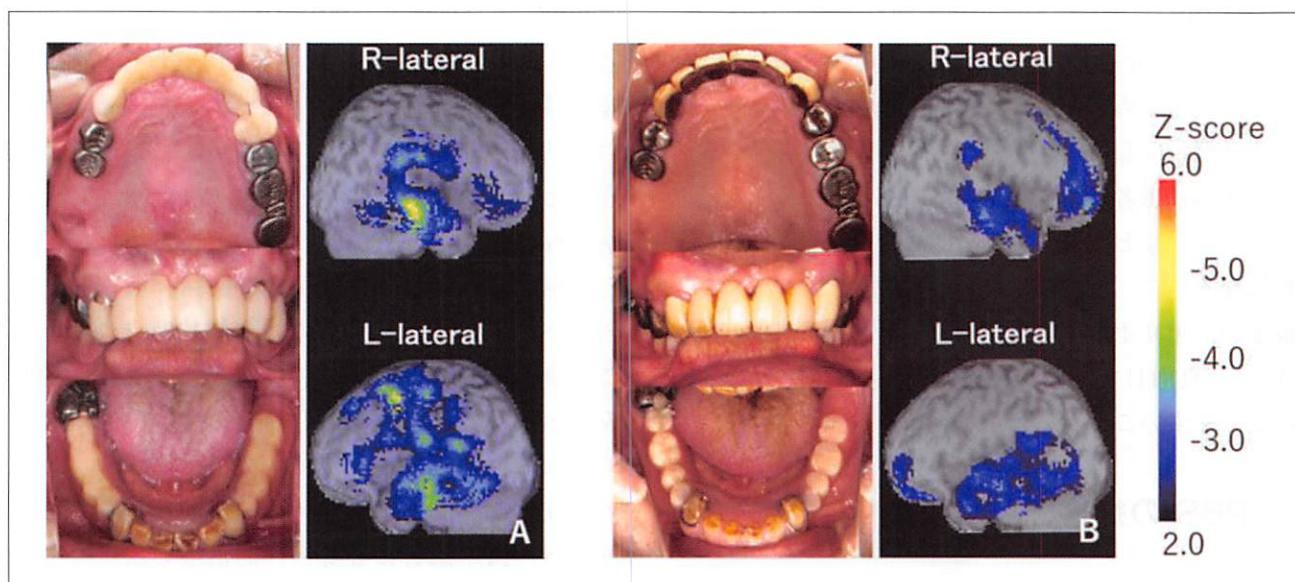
心身医学的治療前後のPBS患者の口腔内所見とSPECT所見（参考文献9より引用改変）
